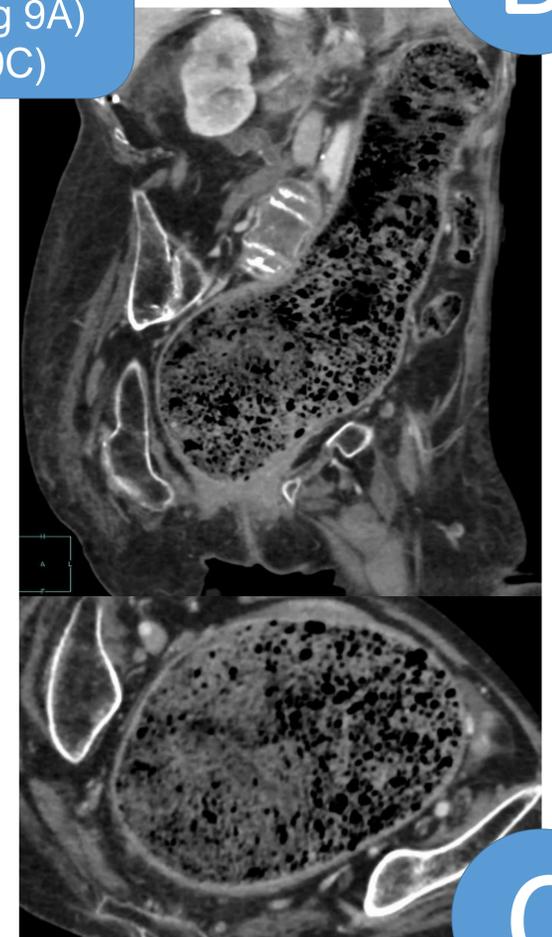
obstrucción de intestino grueso secundaria a voluminoso fecaloma (visible tanto en la Rx simple (Fig 9A) como la TC (Fig 9B y 9C))
